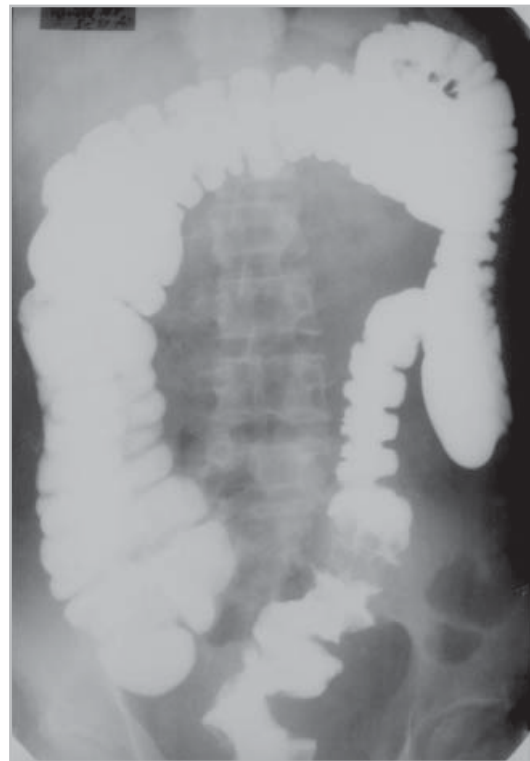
Обзорная рентгенограмма толстой кишки пациента с врожденной ангиодисплазией прямой и сигмовидной кишок. Множественные, полулунные «дефекты наполнения» в дистальных отделах, обусловленные выбухающими в просвет сосудистыми сплетениями подслизистого слоя.
